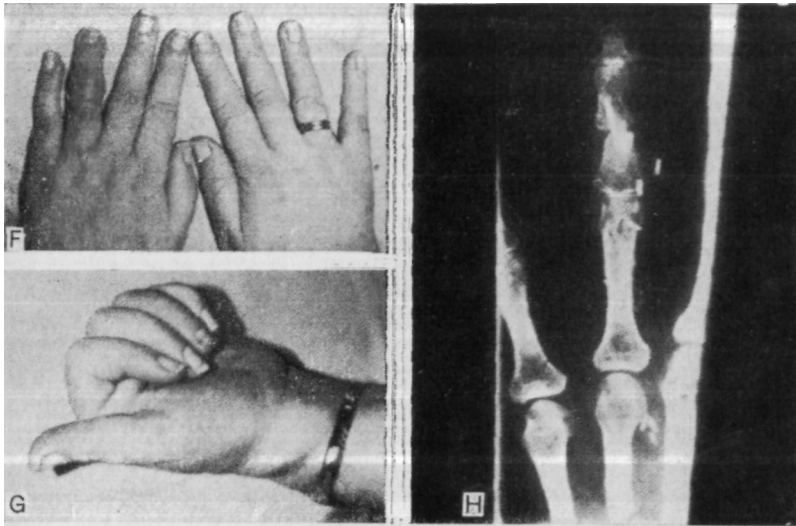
Сравнение правого и левого IV пальца у той же больной через 4 мес после операции. G. Сгибание IV пальца левой кисти через 4 мес. H. Рентгенограмма IV пальца той же больной. Виден интрамедулярный костный трансплантат.
